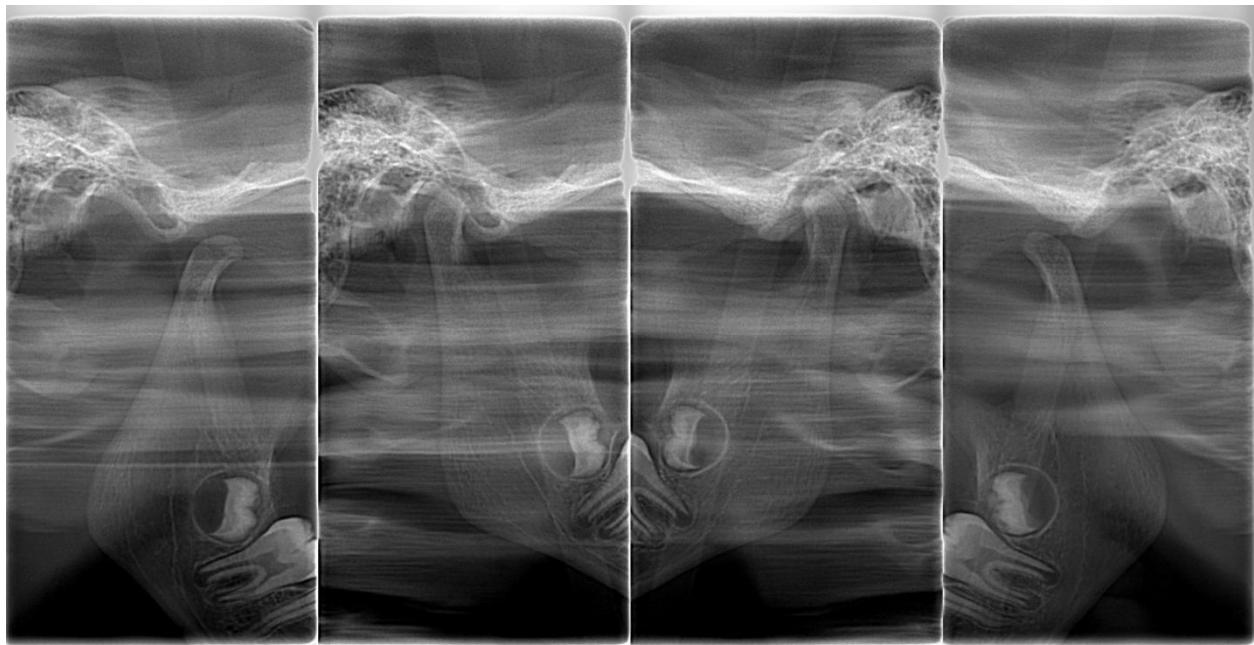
Пацієнта О., 12 років. Рентгенографія СНЩС (відкритий/закритий рот).
